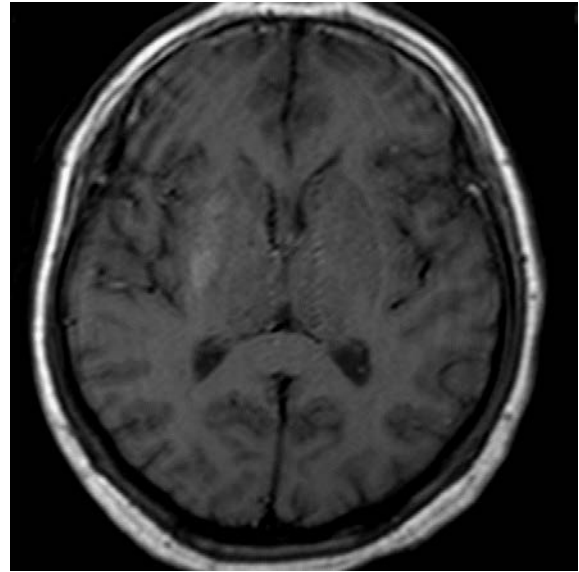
Non-enhanced T1 weighted MRI reveals hyperintensity within the right caudate nuclei and lentiform nucleus.
